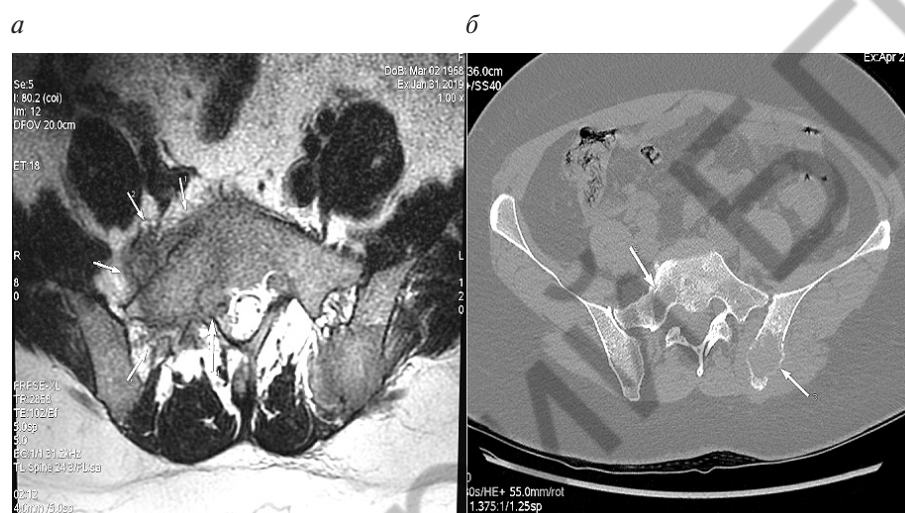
МРТ- (а) и КТ-изображение (б) пояснично-крестцового отдела позвоночника и костей таза с наличием деструкций и наличием мягкотканного компонента
